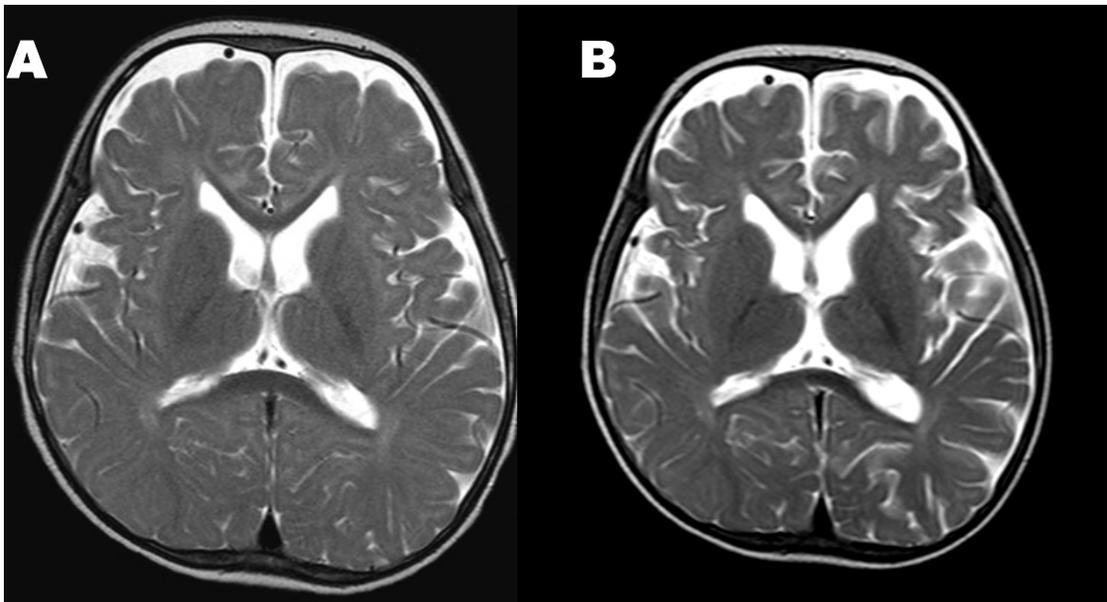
B. T2-weighted magnetic resonance images in the acute phase(A) and 2 weeks later(B). The image performed 2 weeks later after symptom onset showed a brain atrophy throughout the left hemisphere.
